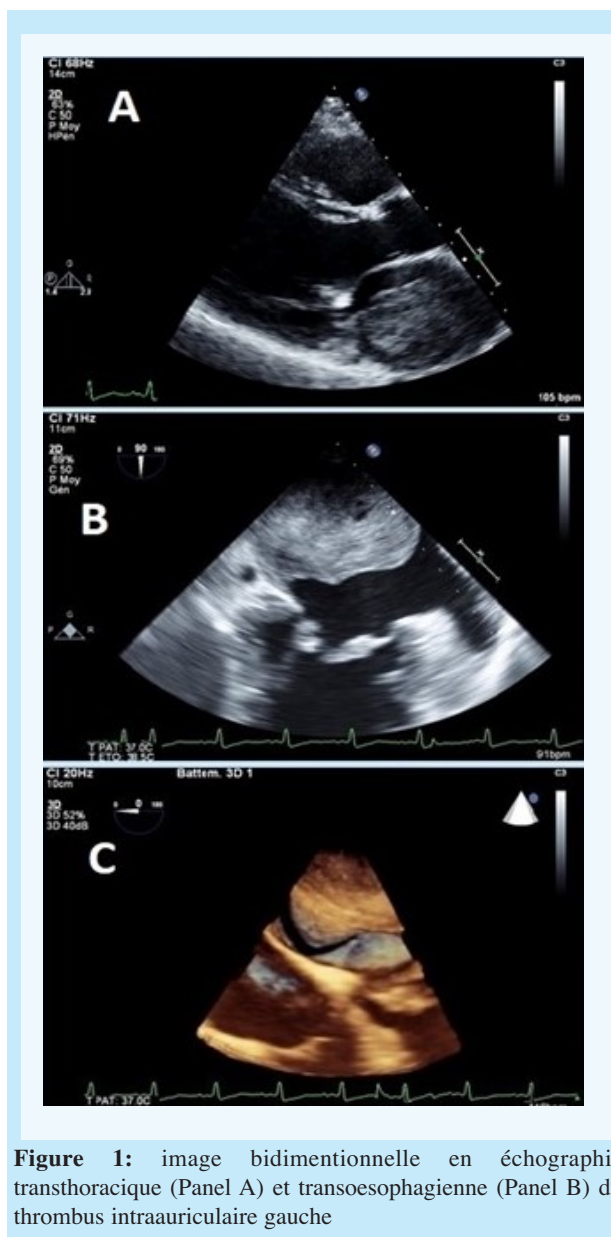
image bidimensionnelle en échographie transthoracique (Panel A) et transoesophagienne (Panel B) du thrombus intraauriculaire gauche
